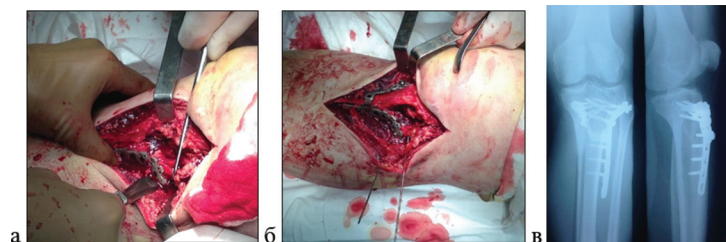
Пациент Б., 37 лет: а – установка латеральной ветви фиксатора на латеральный мыщелок; б – установка медиального компонента пластины на медиальный мыщелок; в – рентгенограмма левого коленного сустава после установки фиксатора
